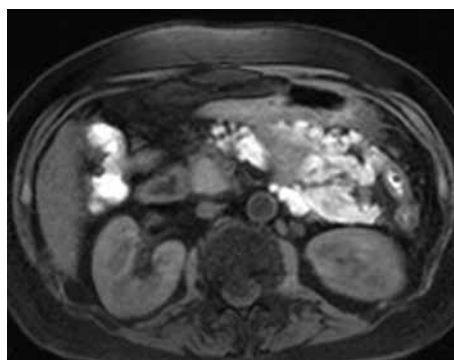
МРТ брюшной полости пациентки Т., 36 лет. Туберкулезный панкреонекроз (T1ВИ с подавлением сигнала от жира)
